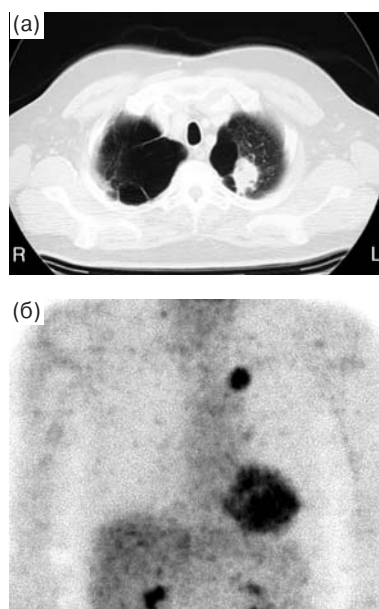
Периферический рак верхней доли левого легкого: а – аксиальная компьютерная томограмма; б – ПЭТ-изображение во фронтальной плоскости – выраженное накопление 18-фтордезоксиглюкозы в патологическом образовании характерно для злокачественного процесса.
